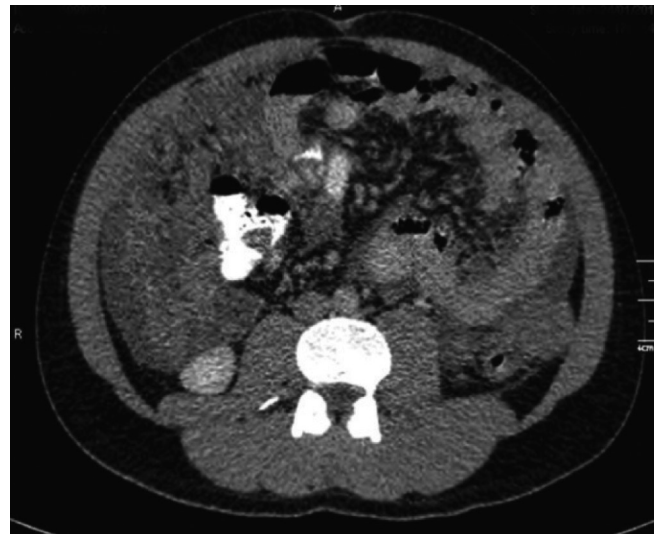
Tomografía axial computarizada de abdomen total con contraste: lesión neoplásica de origen mesentérico
